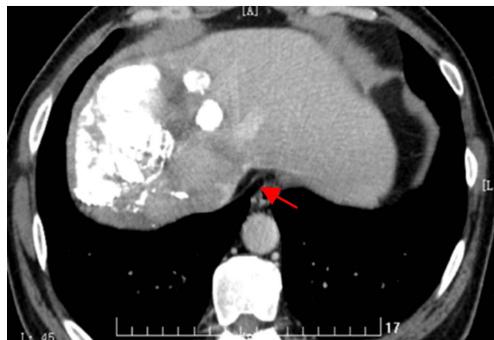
Preoperative CT images: Left hepatic vein (red array), right and middle hepatic veins were unobserved due to tumor thrombus
